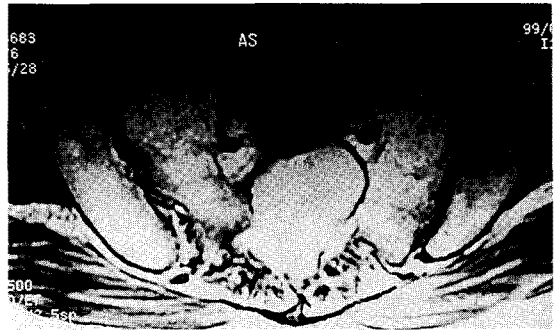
Axial T2-weighted MR showed intra-sacral cystic lesion with high signal intensity.
